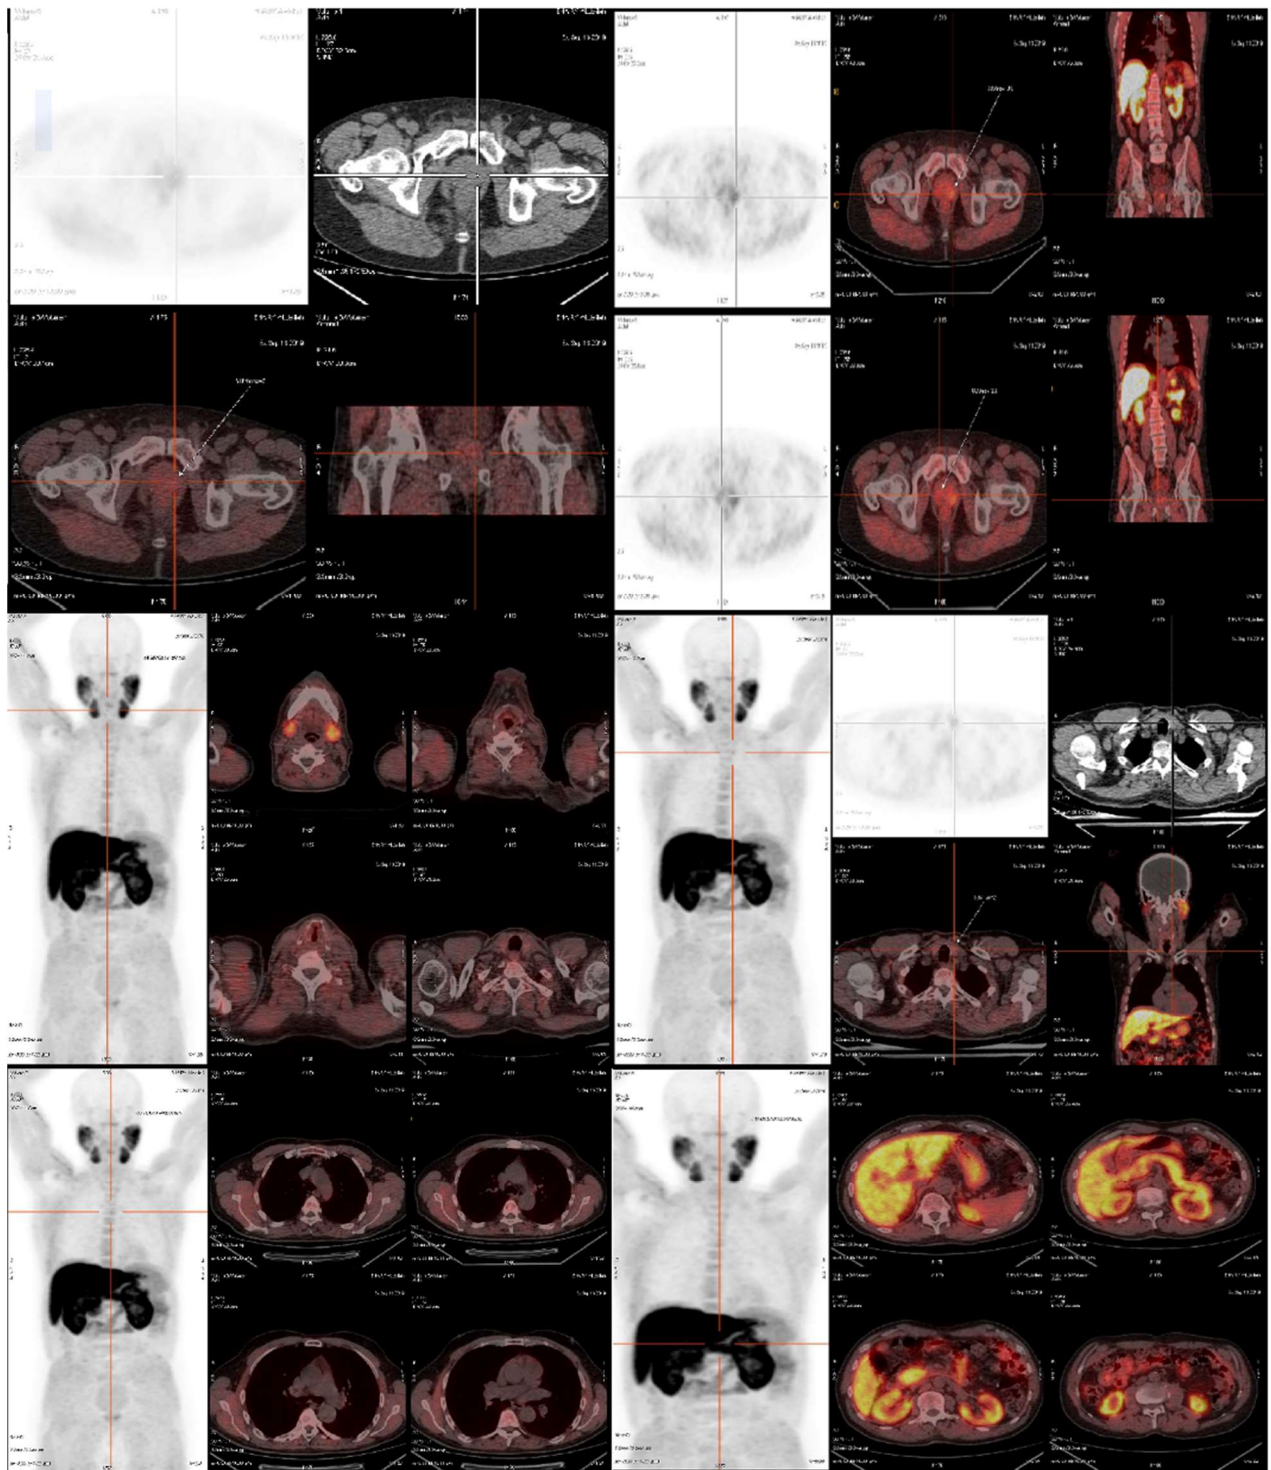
PET Scan : disparition de l'ensemble des foyers hypermétaboliques.
